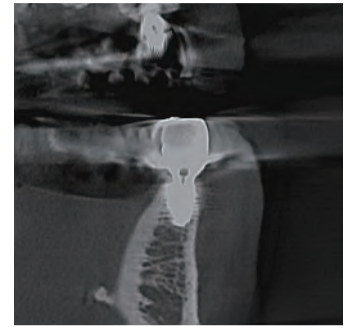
#34 술후 13개월후 CT.
